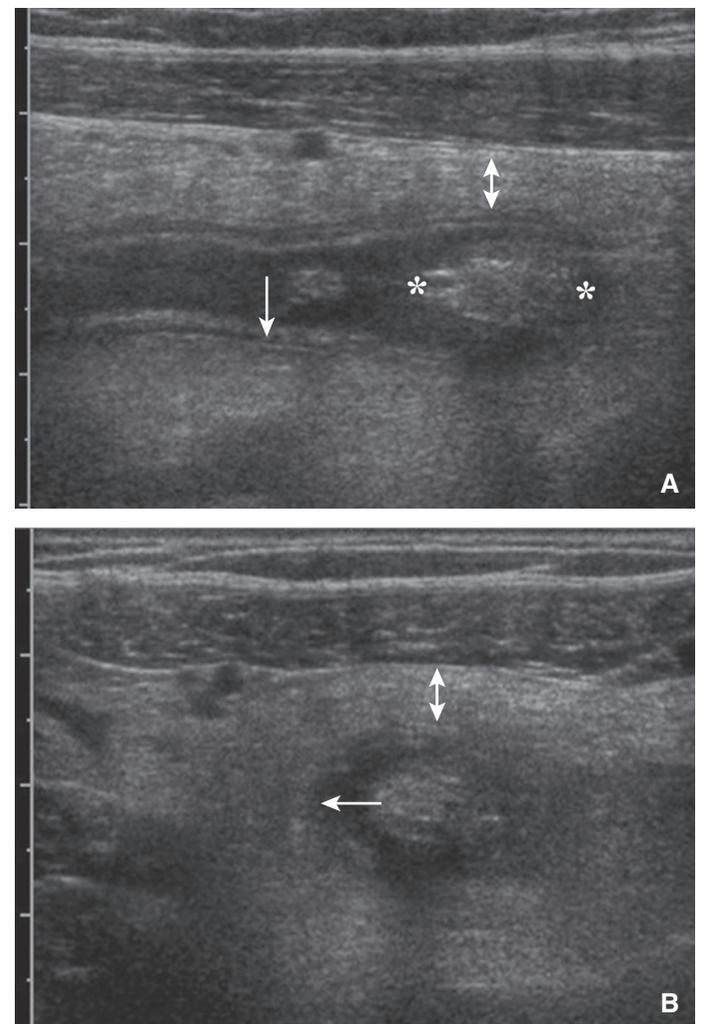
Échographie appendiculaire avec un petit stercolithe (astérisques), un diamètre appendiculaire augmenté (flèche) et une inflammation de la graisse périappendiculaire (double flèche). A. Longitudinal; B. transversal.
